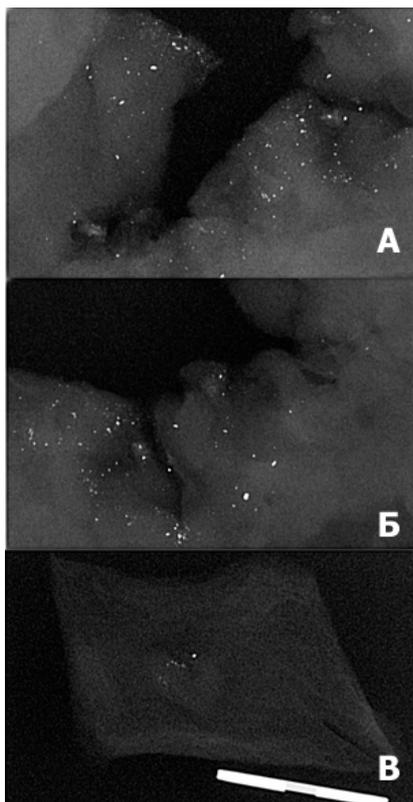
На цифровых рентгенограммах (А, Б, В) расположение теней металлической плотности преимущественно у краев входных огнестрельных дробовых ран
